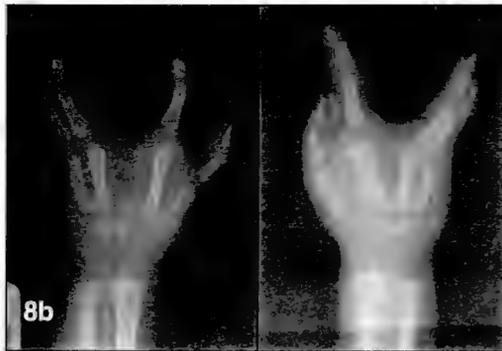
Radiografías de ambas manos con defecto de línea media del mismo paciente con EEC.
